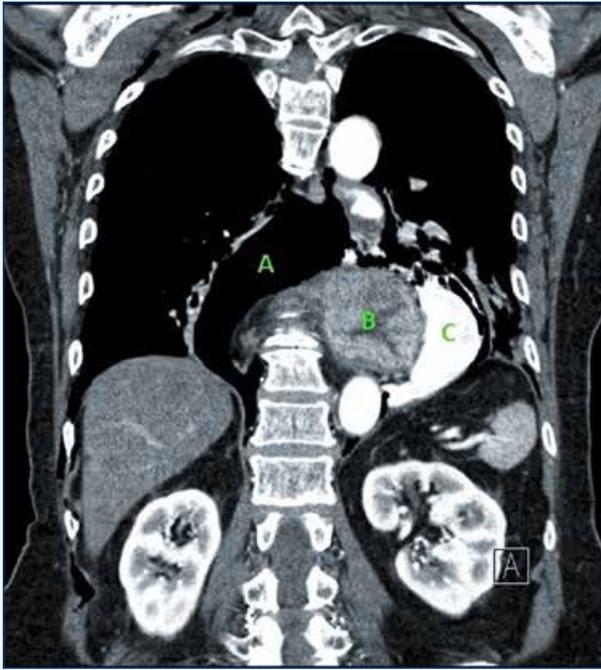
CT Thorax/Oberbauch koronar (links), axial (rechts) mit Darstellung der Hohlorganperforation im Ösophagus mit deutlichem Pneumomediastinum (A) und Kontrastmittelaustritt (C) bei Upside-Down-Stomach (B).
